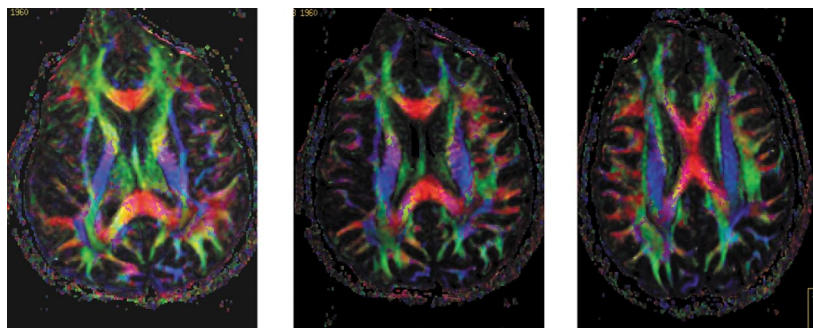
Карты тензоров диффузии с цветовым кодированием трех основных направлений аксонов у здорового добровольца
